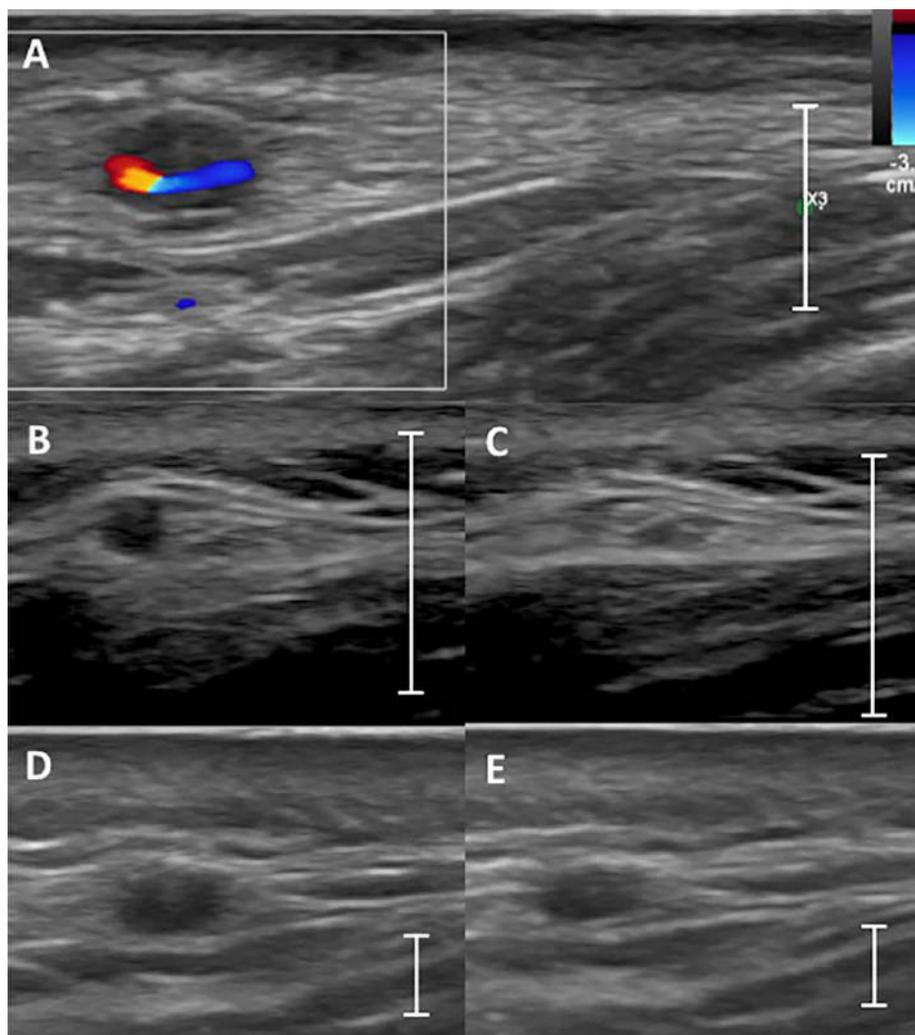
Typische Zeichen einer Vaskulitis in den Temporalarterien im Ultraschall. (A): Beispiel für das Halo-Zeichen: Farbig dargestellt ist das noch durchgängige Volumen des Gefäßes im Farbdoppler-Modus. Darum herum ist die hypoechoogene Gefäßwand zu erkennen. (B) und (C): nicht entzündete Temporalarterie. In (B) wird das Gefäß nicht komprimiert, in (C) wird das Gefäß komprimiert und die Gefäßwand ist nicht mehr zu sehen (negatives Kompressionszeichen). (D) und (E): positives Kompressionszeichen in einer Temporalarterie mit Vaskulitis. In (D) wird das Gefäß nicht komprimiert, in (E) wird das Gefäß komprimiert und man sieht die Arterie immer noch. Die Linie zeigt eine Skala von einem Zentimeter an (aus Berger CT et al., Swiss Med Wkly 2018; 148: w14661)⁶
